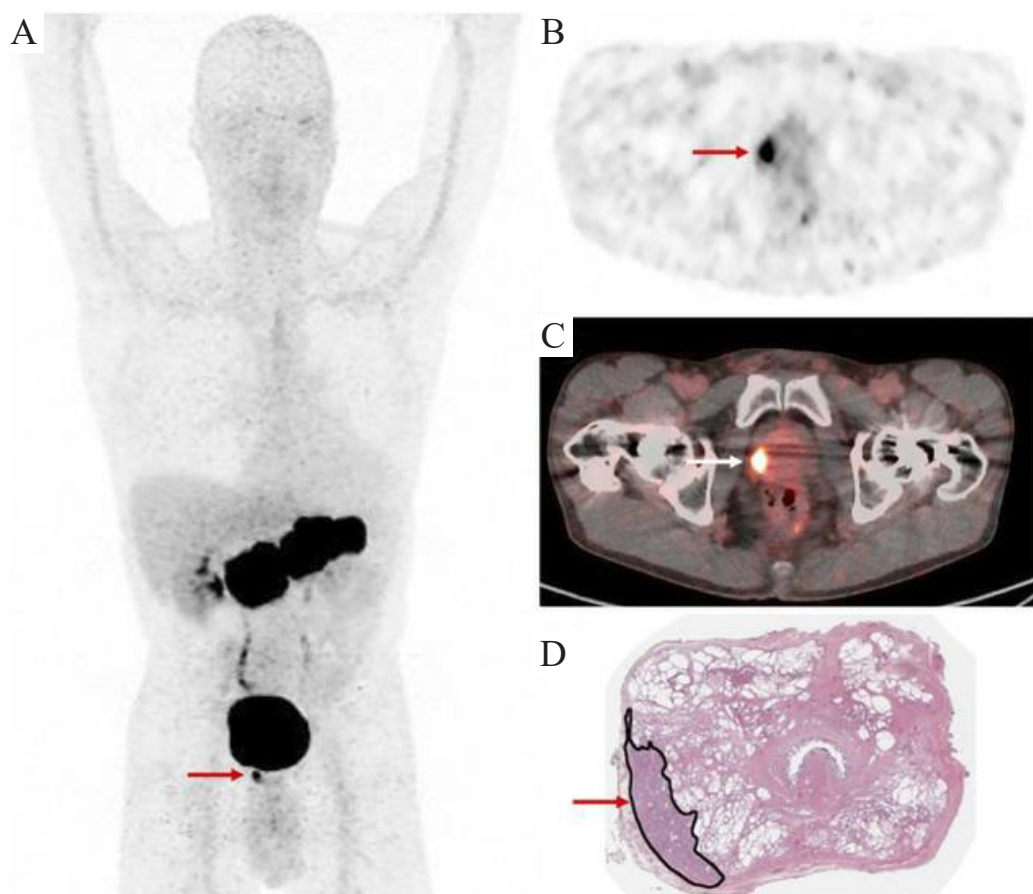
Пацієнт М., 64 р. на рак передміхурової залози високого ступеню ризику (ПСА: 6,42 нг / мл). Візуалізується інтенсивне фокусне поглинання ^{68}Ga -RM2 в проекції передміхурової залози (стрілки); на проекції ПЕТ всього тіла (А), аксіальному зрізі ПЕТ (В) та зображенні ПЕТ / КТ (С), що корелює з місцем локалізації раку, позначеного чорним кольором на гістопатологічному предметному склі у пацієнта після виконання простатектомії (D) [51].
